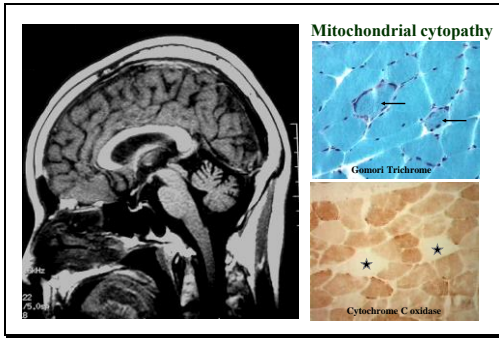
Kearns-Sayer 症候群:外眼筋麻痺と失調性歩行の患者で、MRIは小脳萎縮を示し、筋には ragged red fibre (矢印)とcytochrome C oxidase 活性の低い線維 (星印)が見られた。
